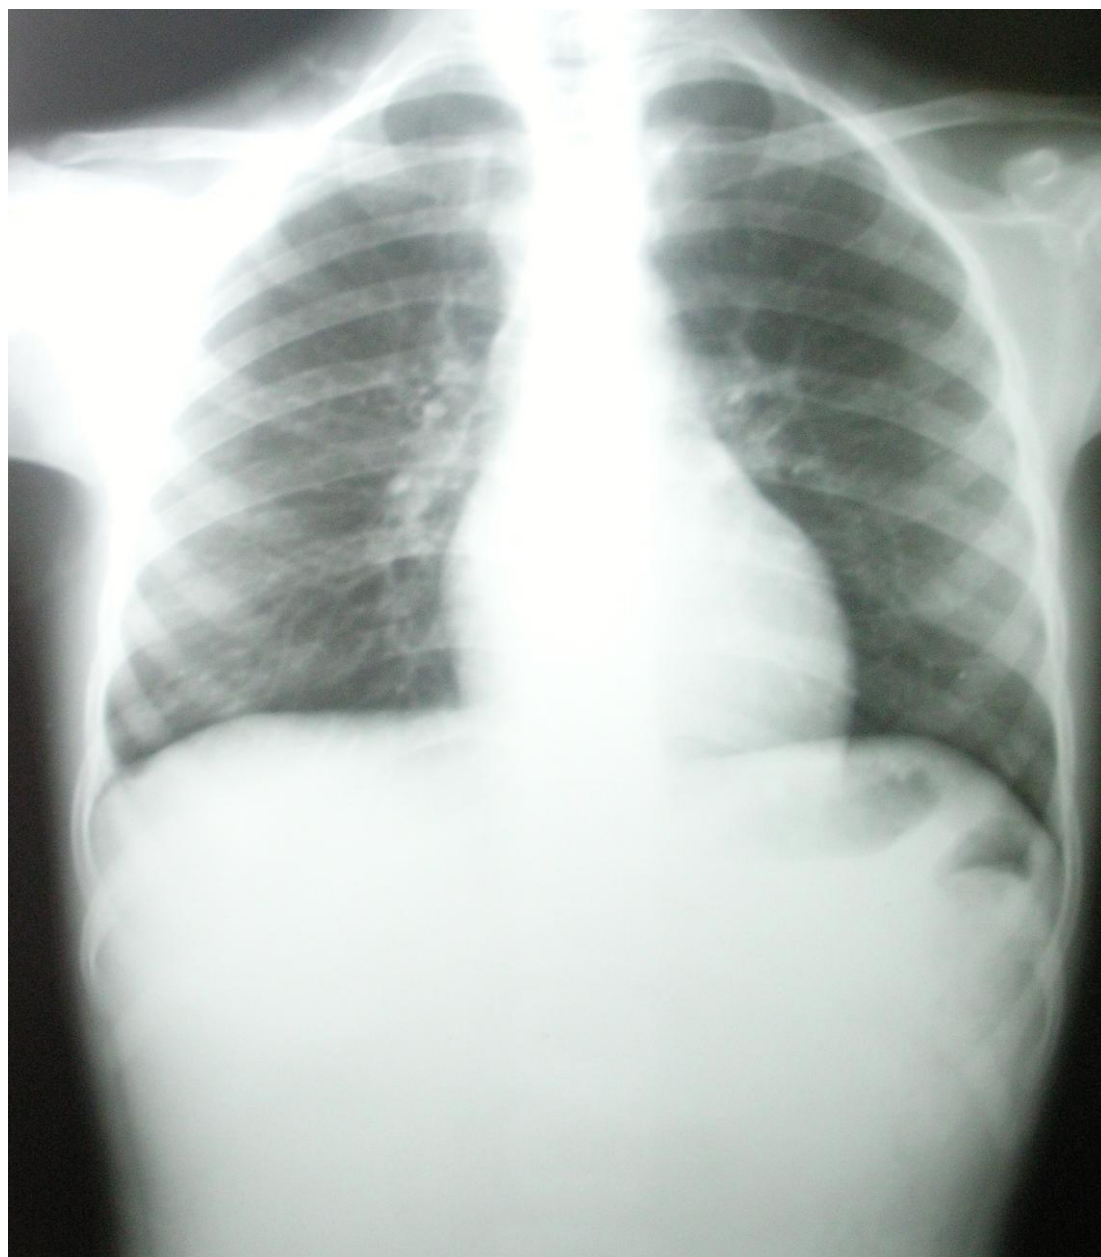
Radiographie standard des poumons normale
